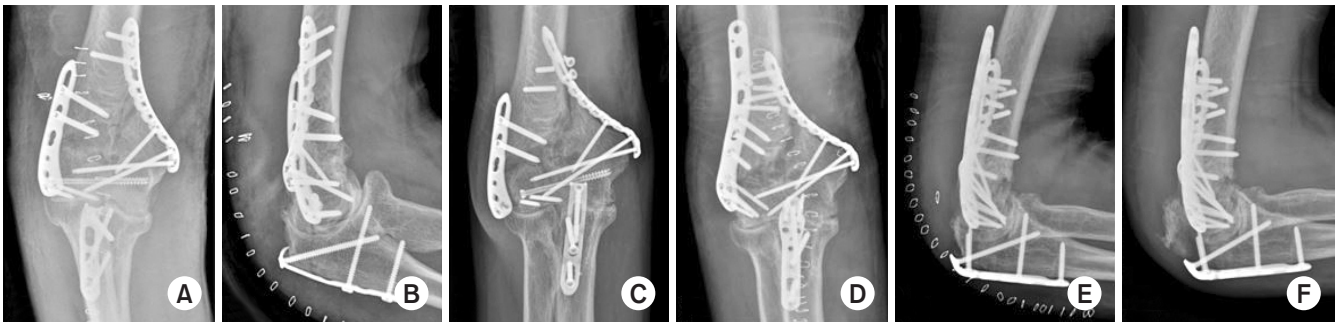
Patient suffered screw breakage and underwent revision open reduction and internal fixation. Anteroposterior (AP) (A) and lateral (B) radiography 1 day after surgery displays no immediate abnormality. (C) AP radiography 6 weeks after surgery shows screw breakage at its lateral condylar plate fixation site. After revision surgery, authors achieved sound fixation, as seen in AP (D) and lateral (E) radiography. (F) One week after the revision operation, there was an olecranon fracture as observed on the lateral radiograph.
